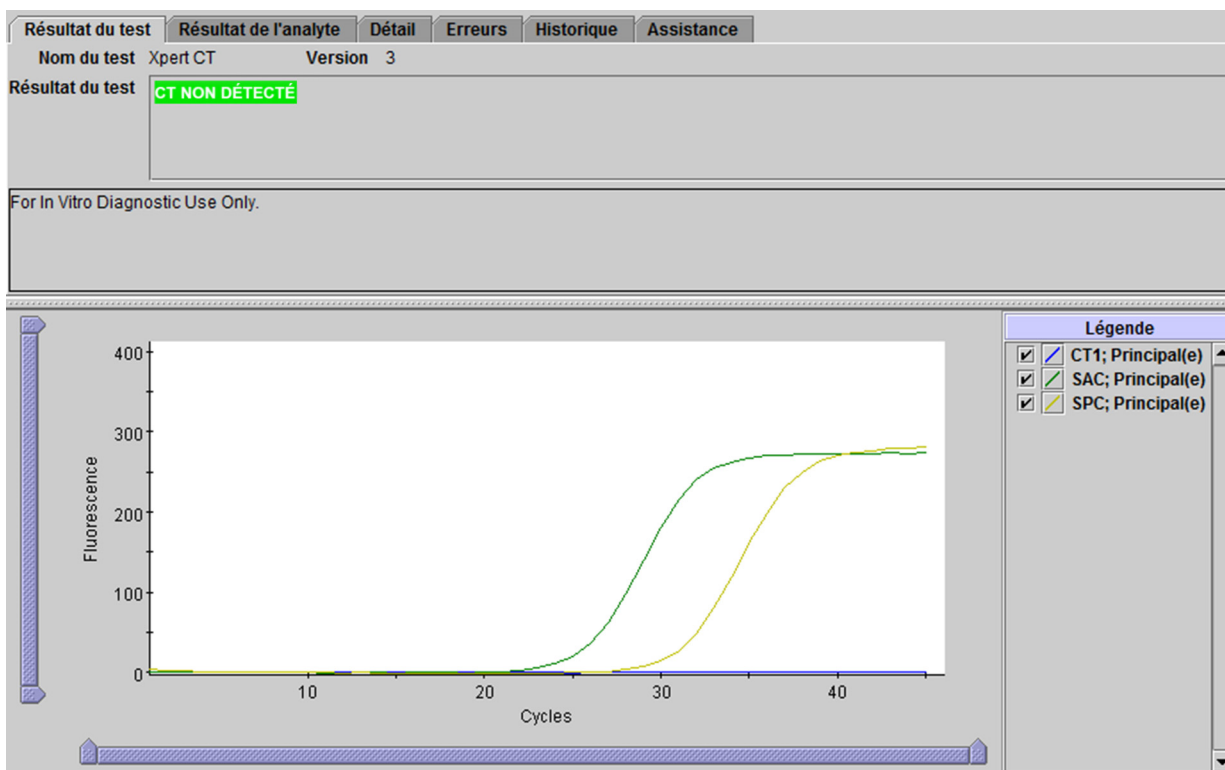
Exemple d'un résultat CT NON DÉTECTÉ
